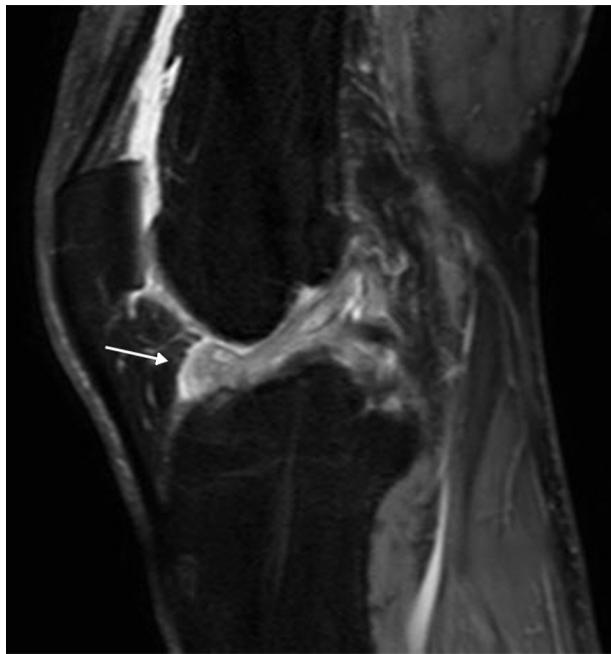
Resonancia magnética en plano sagital DP SPAIR (3000/30): se aprecia el nódulo cíclope en la profundidad del surco intercondíleo (flecha) con una intensidad de señal heterogénea, predominantemente hiperintensa.
